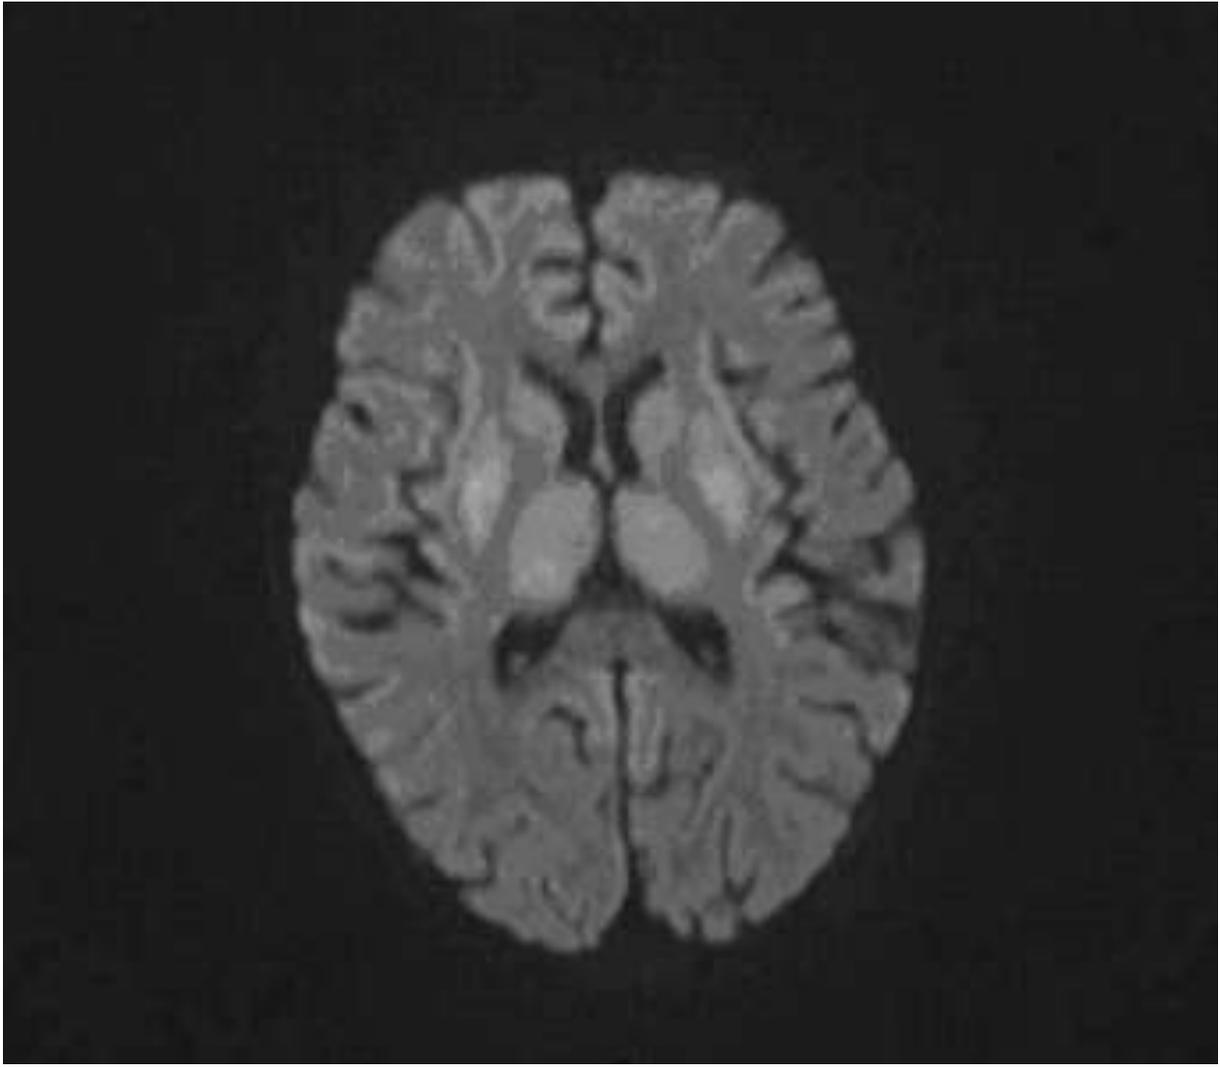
IRM du 24/01/11
